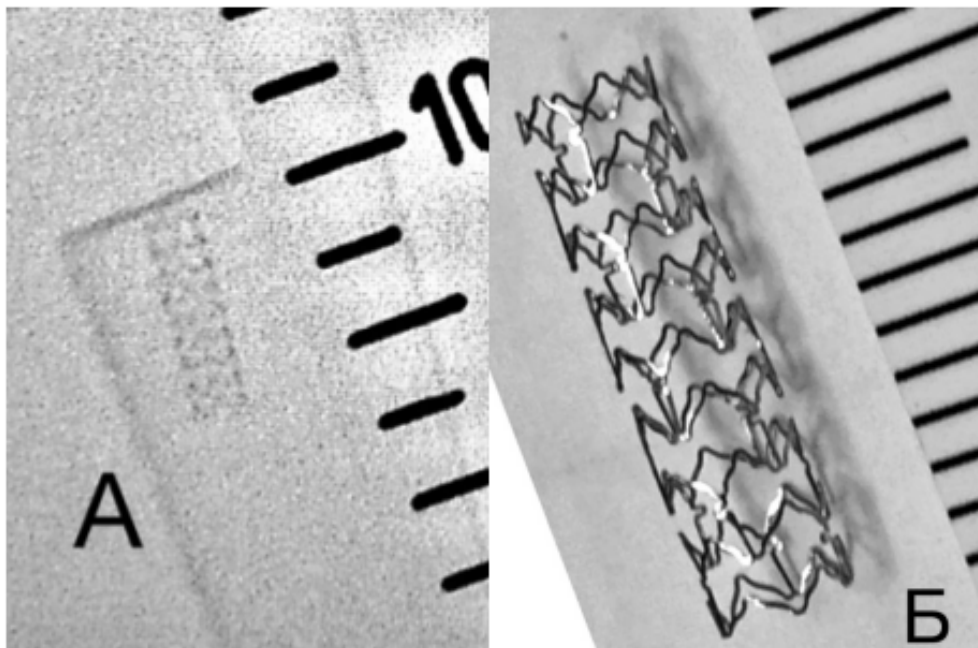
Стент *Xience V* 3.0x12 мм. А – рентгенограмма стента “in vitro” после полного раскрытия стента. Б – фото стента “in vitro” после полного раскрытия стента. Диаметр и длина стента соответствуют паспортным данным производителя (справа от стента измерительная лента. А – шаг 5 мм, Б – шаг 1 мм).
